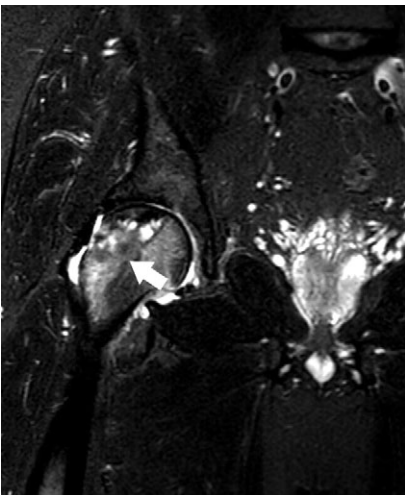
MRI of the right hip joint 12 months after the core decompression using the light bulb technique: a pronounced trabecular oedema is observed in the area of grafting, spreading to the metaphyseal region (indicated by arrow)
